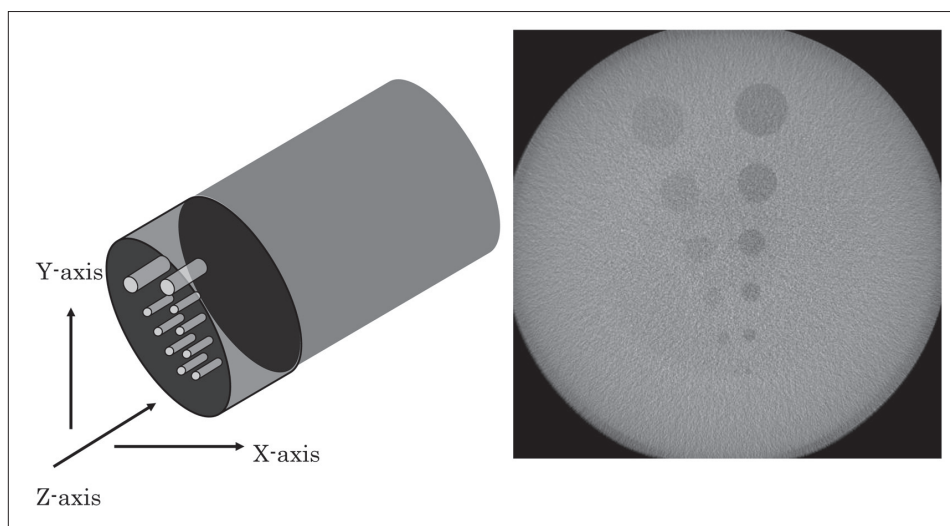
AAPM CT performance phantom a contrast test object is adhered to the bottom of the tank that includes two rows of cavities from 1 to 0.125 inch in diameter.
